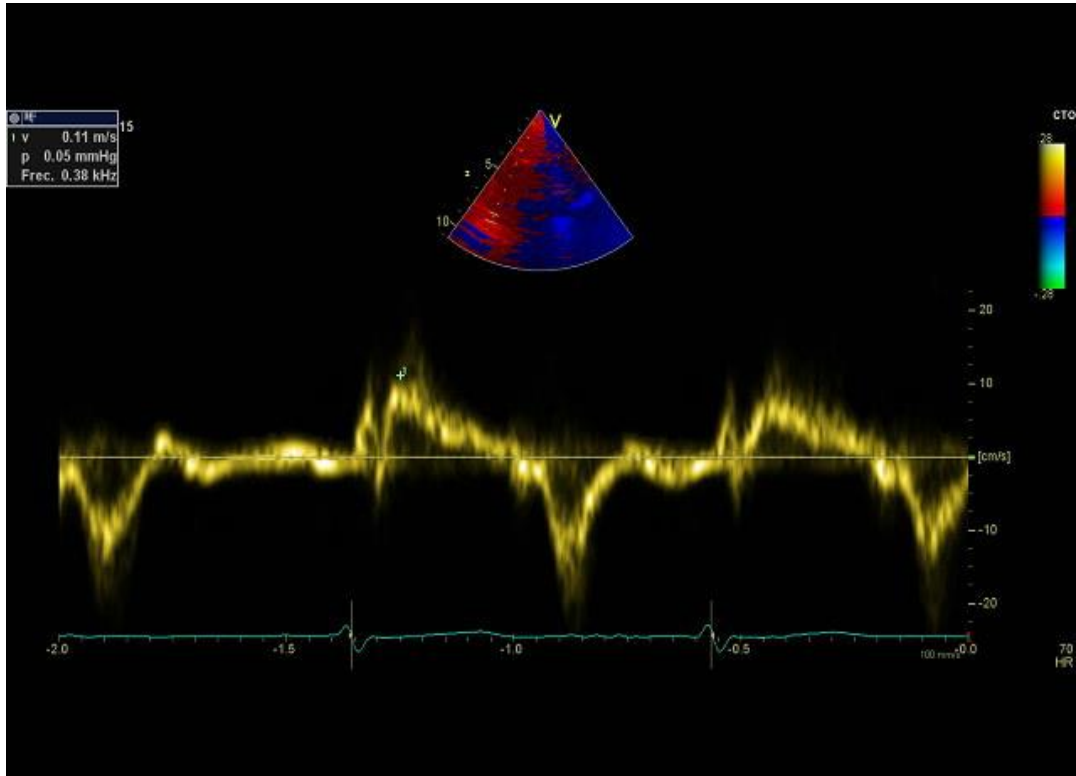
Medición de la onda sistólica S' a nivel del anillo tricúspide lateral mediante doppler pulsado tisular.
